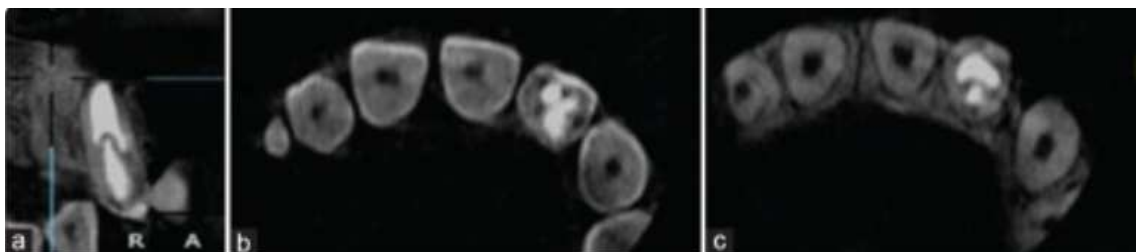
CBCT réalisé à 1 an attestant de la bonne obturation et de la complexité canalaire de la 22. [36]
